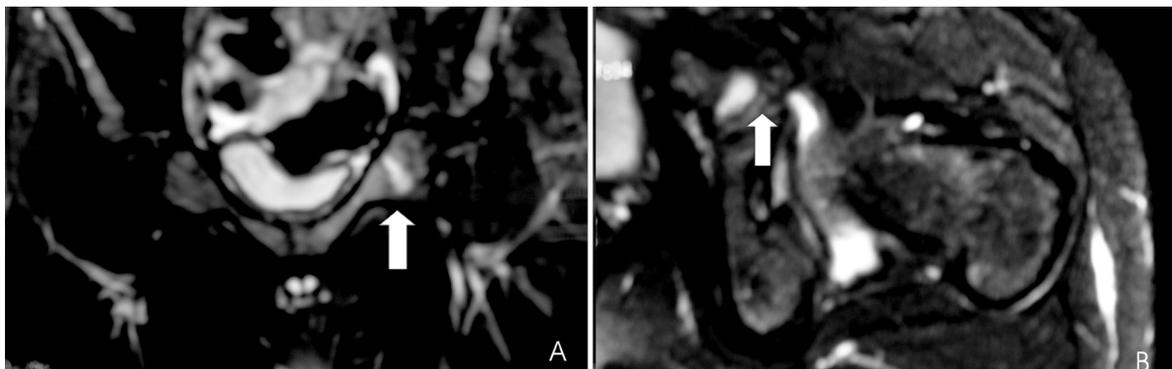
Ressonância nuclear magnética em corte axial com imagem ponderada em T1 (A) e T2FAT-SAT (B) demonstrando imagem transversa de hipossinal em T1 e hipersinal em T2FAT-SAT (setas) envolvendo a porção lateral do púbis esquerdo, sem sinais de perda da integridade da cortical óssea adjacente.
